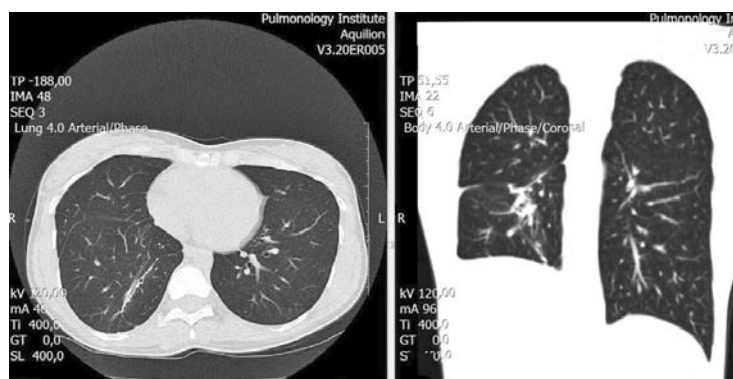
КТ ОГП через 6 місяців після операції: даних щодо рецидиву немає
